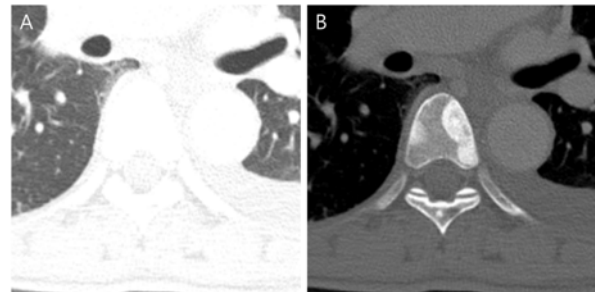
윈도우 설정에 따른 CT 영상에서의 골 형성성 전이 병변 비교, (A)폐 조직 윈도우 설정, (B)뼈 조직
